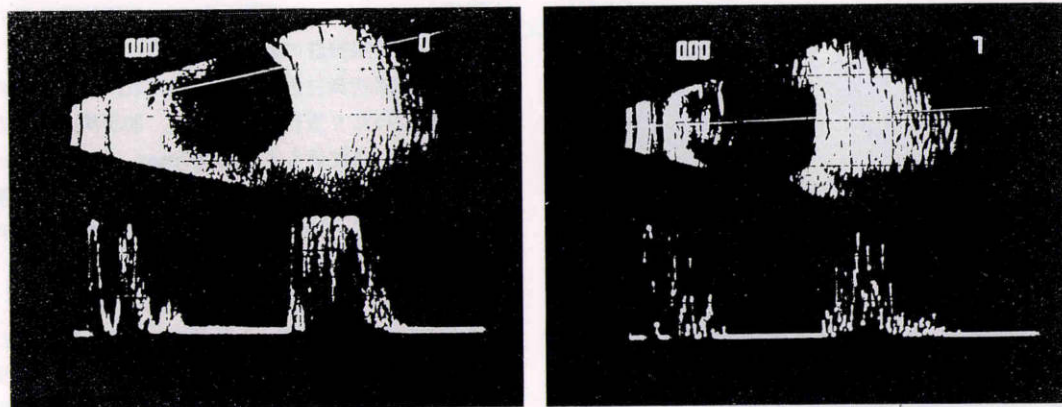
uveal effusion 再発時の超音波 B モード像。左図は鼻側周辺の脈絡膜剥離を示す。右図では眼底後極部の脈絡膜肥厚と偏平な脈絡膜剥離が認められる。
